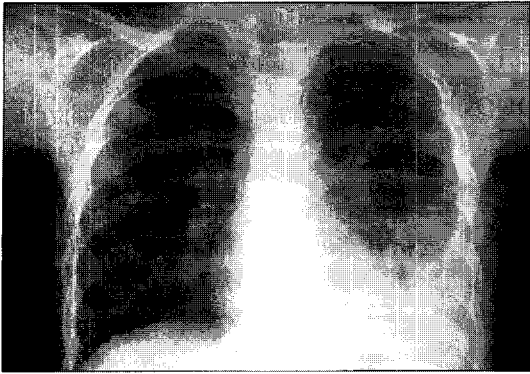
Radiograph of the chest shows parenchymal consolidation in the left lower lung field with pleural effusion.
